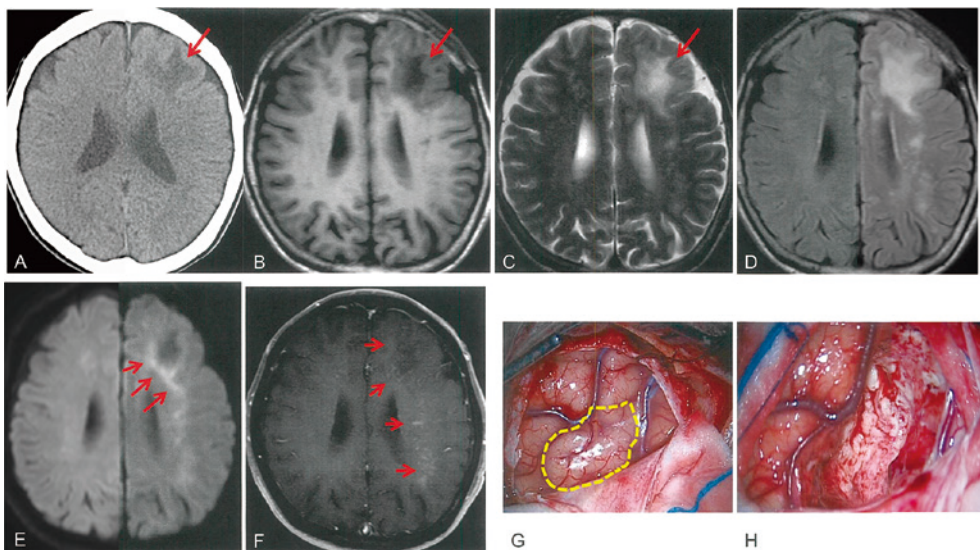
A: 頭部単純CT scan、B: 頭部単純MRI T1強調画像、C: T2強調画像、D: FLAIR画像、E: 拡散強調画像、F: 造影T1強調画像、G: 生検時の脳表所見、H: 脳回切除後
